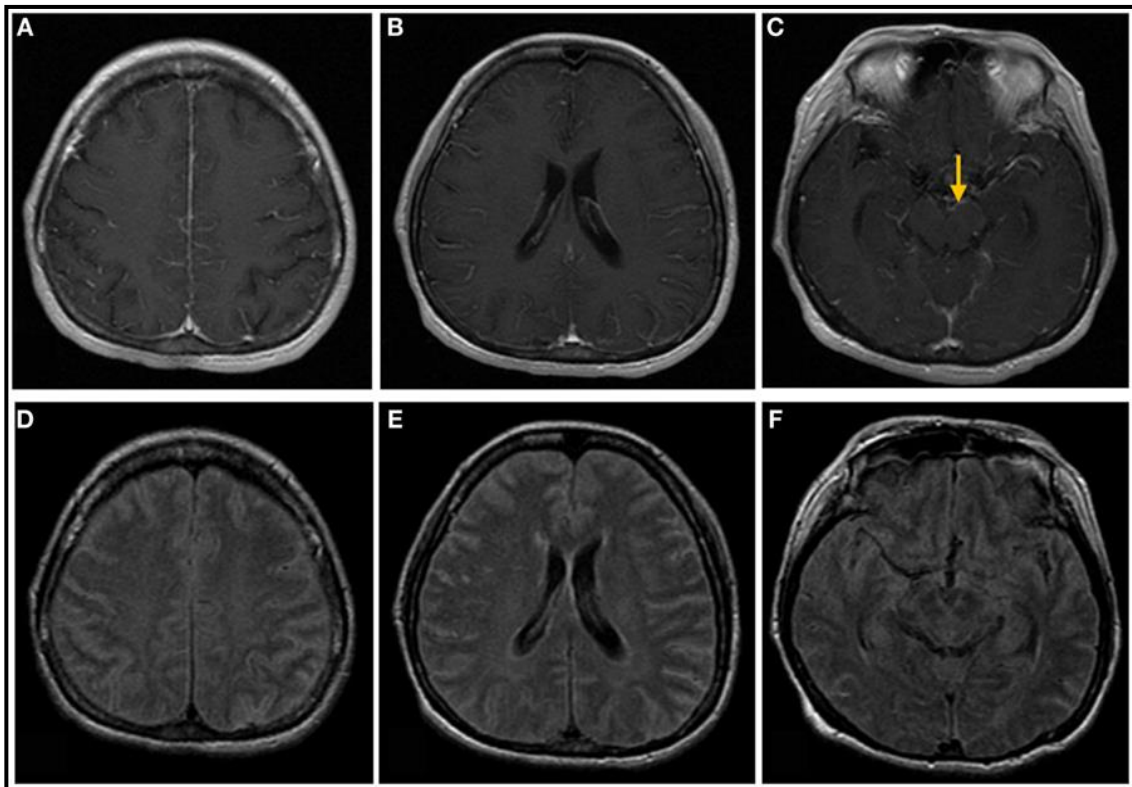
IRM cérébrale montrant : (A,B,C) Les séquences T1 pondérées avec injection montrent un rehaussement méningé linéaire le long des sillons corticaux et de la surface du mésencéphale (flèche). (D,E,F) Les séquences FLAIR montrent des hypersignaux occupant l'espace sous-arachnoïdien, compatibles avec une méningite tuberculeuse.[52]
